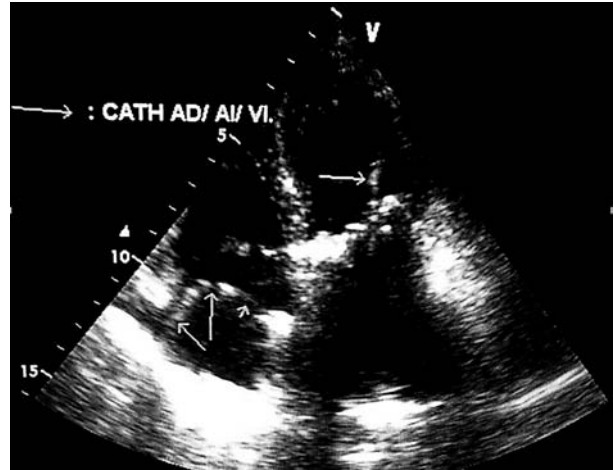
Ecocardiograma, vista apical de cuatro cámaras. Catéter de marcapasos en aurícula derecha, aurícula izquierda y ventrículo izquierdo.
